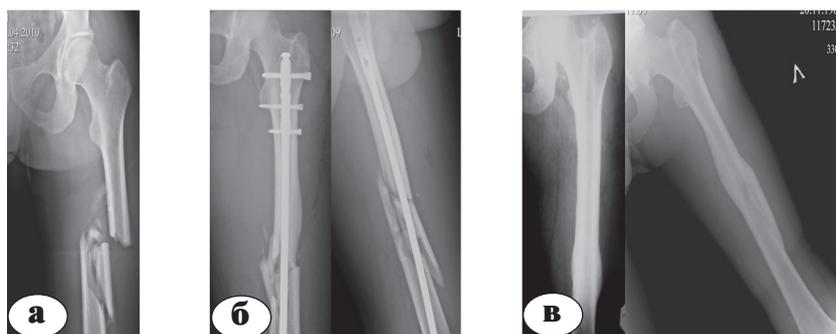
Рентгенограммы пациента Ч.: а – при поступлении; б – после операции; в – через 11 месяцев после операции (стержень удален)
